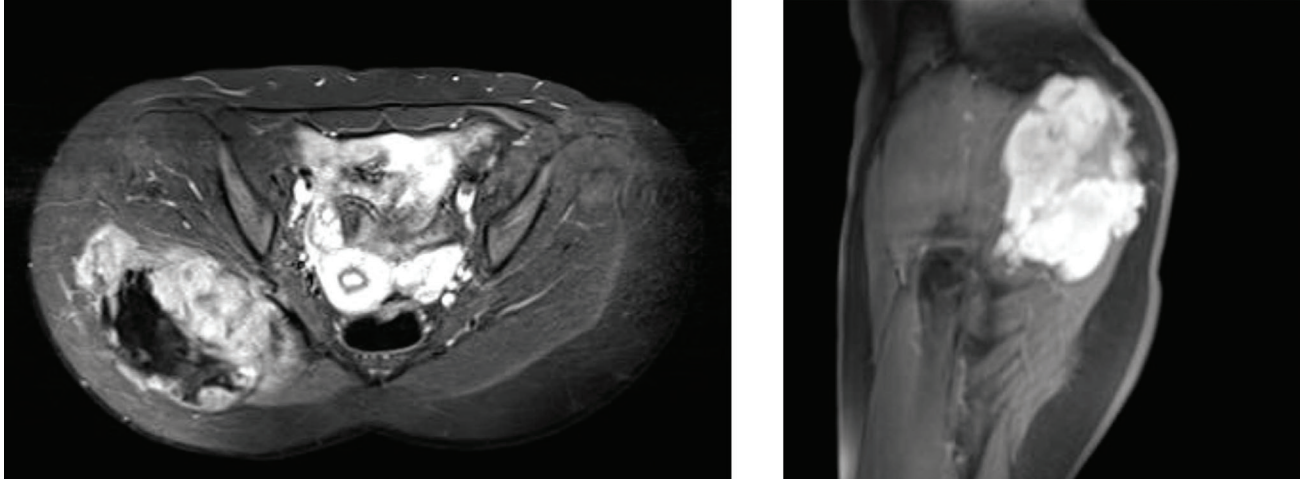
2 Corte axial de resonancia en t1, evidenciando múltiples intensidades dentro de la lesión y el compromiso de planos musculares profundos en la región glútea. 3 Corte coronal de lesión en t1, evidenciando múltiples intensidades de lesión, sin invasión de tejido celular subcutáneo o piel.
